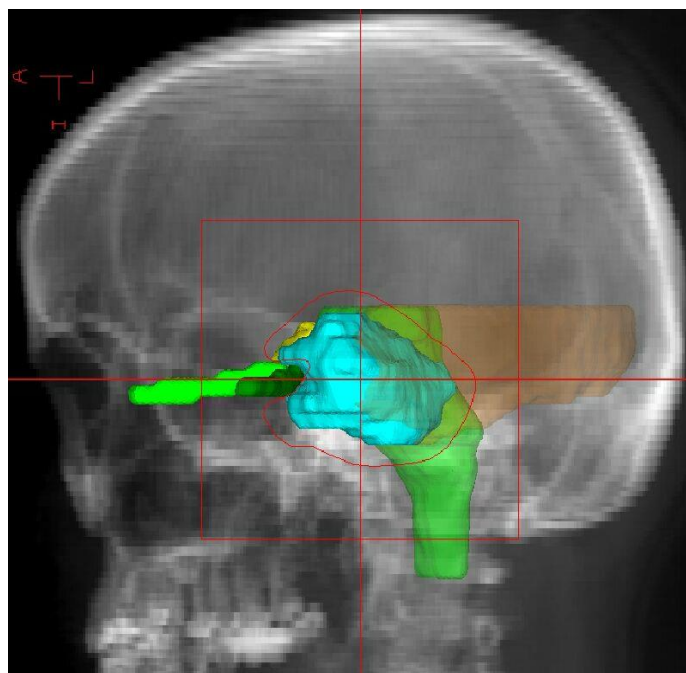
Цифровая реконструированная рентгенограмма черепа пациента с проекцией мишени, критических структур (ствол мозга, зрительные нервы, височная доля) и формой фигурного коллиматора для данного направления облучения
